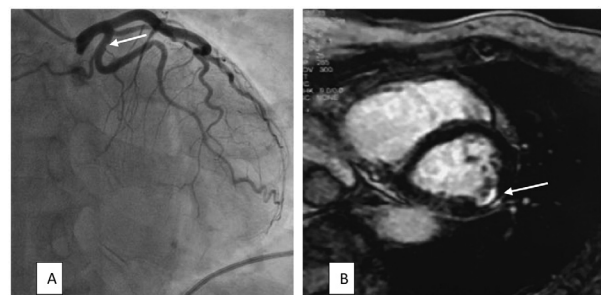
A: imagen de cinecoronariografía (CCG), la flecha muestra la lesión no significativa en el segmento proximal de la arteria circunfleja. B: imagen de cardiorrresonancia que evidencia realce tardío con gadolinio subendocárdico en la región inferolateral medial, correspondiente con territorio de arteria circunfleja
